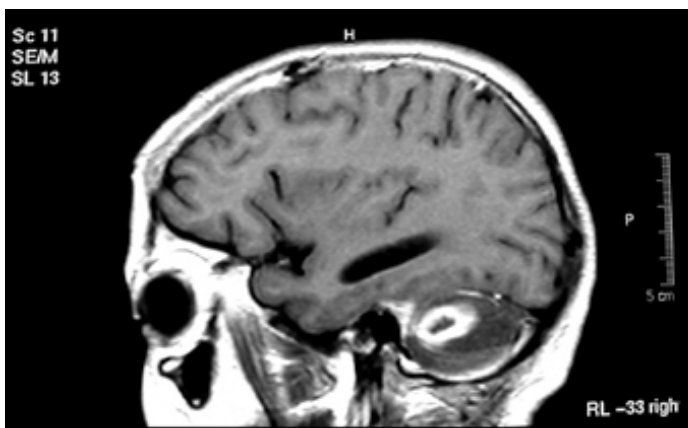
RMN de cerebro. Corte axial.
